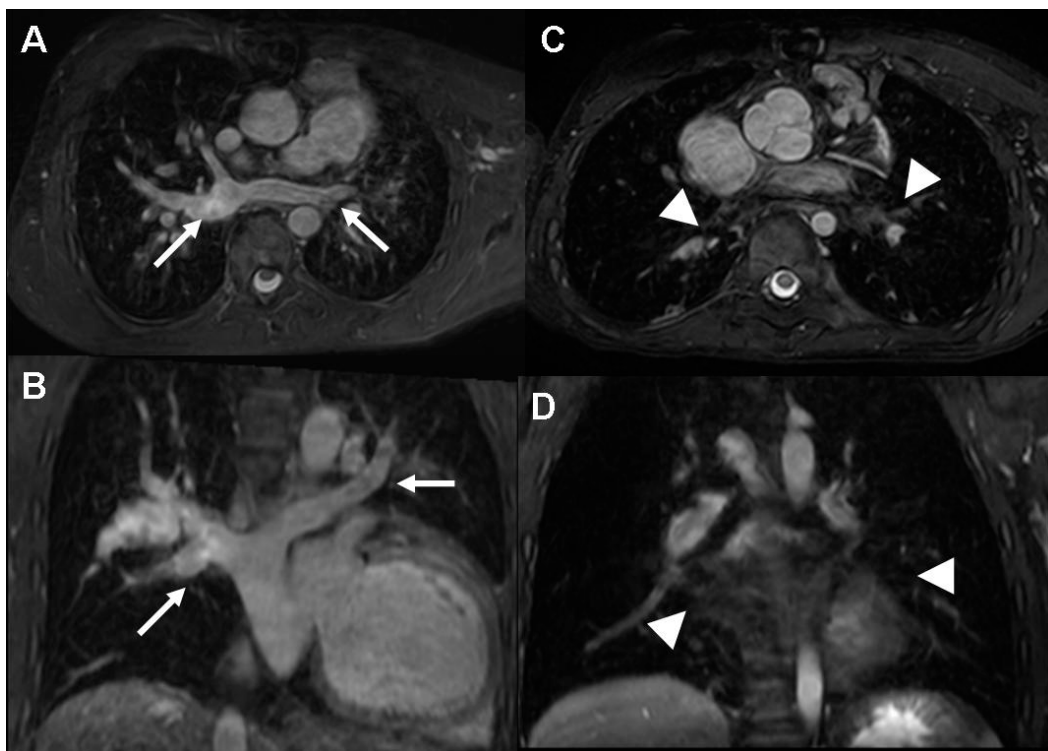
Calidad de imagen y gadolinio. Reconstrucciones MPR de la secuencia WH3D. Imagen axial (A) y coronal (B) de la RM de un niño de 9 años con antecedentes de retorno venoso pulmonar anómalo total intervenido con anastomosis del conducto colector a la aurícula izquierda. El estudio se realizó con contraste intravenoso, al adquirir la secuencia WH3D con posterioridad a la angioRM. Se puede ver con excelente calidad la entrada de las venas pulmonares (flechas) al colector. Reconstrucción axial (C) y coronal (D) sin contraste intravenoso del estudio de una niña de 15 años con Tetralogía de Fallot intervenida. A penas se visualizan las venas pulmonares (cabezas de flecha) por la ausencia de señal.
